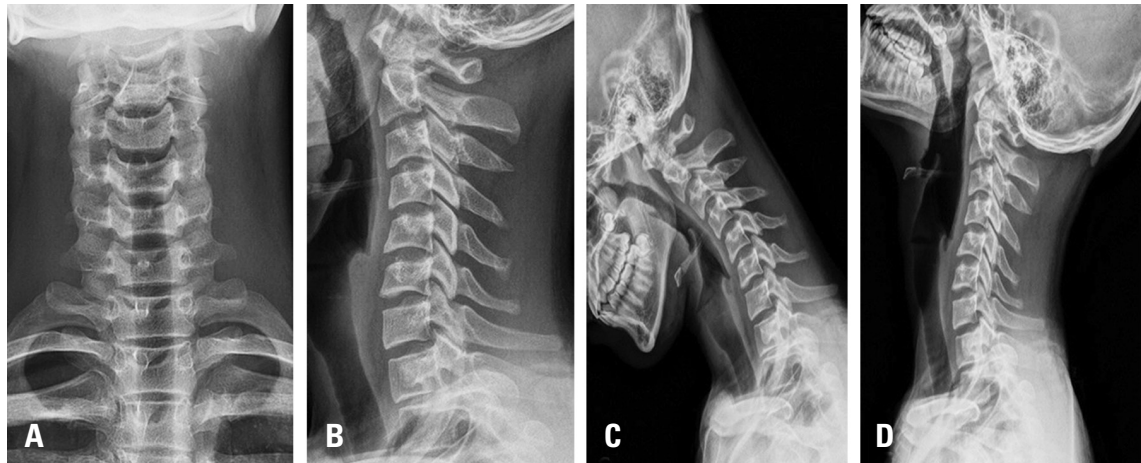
Radiographs of the cervical spine in anteroposterior (A) and lateral (B) views. No definite degenerative changes are seen, although there is a decrease in cervical lordosis. cervical spine extension stress (C) and flexion stress (D) in the radiographs. There is hypermobility at C5/6 and C6/7.
